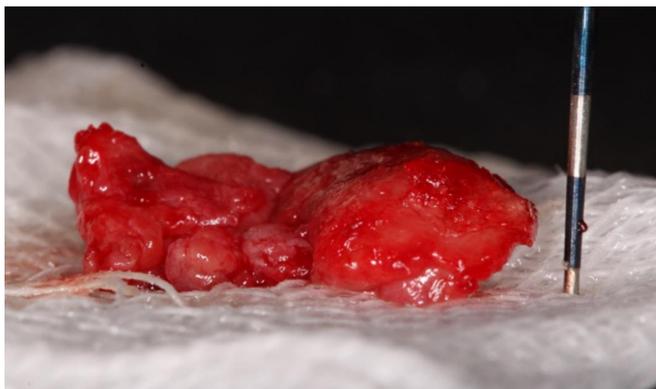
Lesión periapical extraída y colocada en formalina al 2% para ser enviada para estudios histopatológicos.
